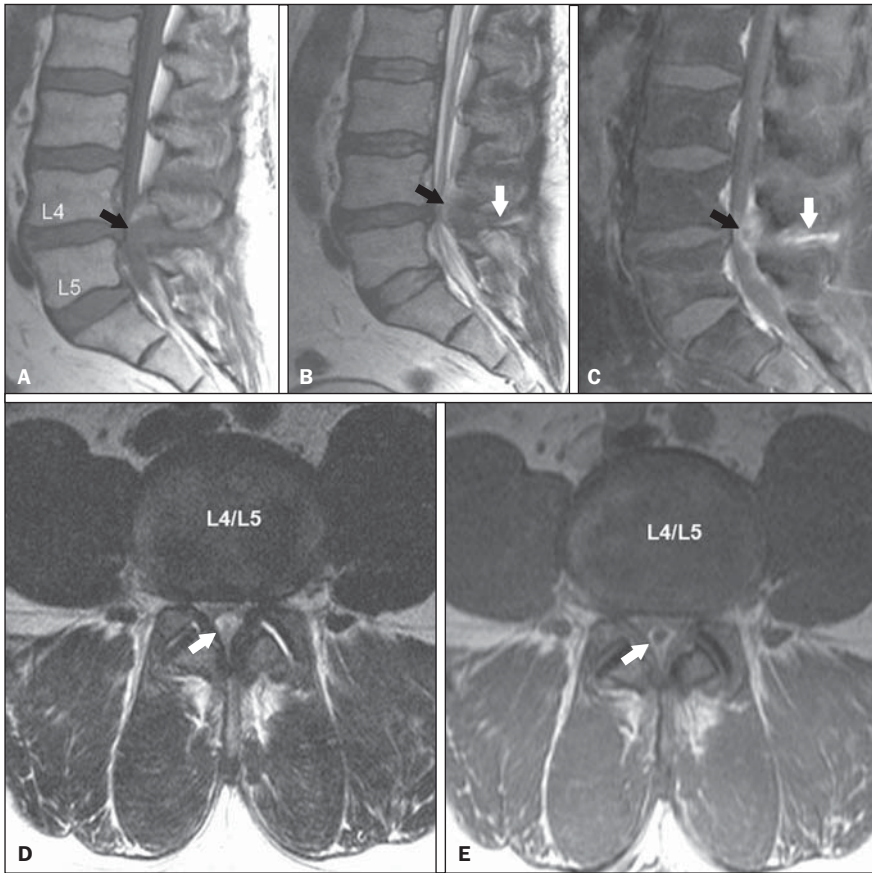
Bursite interespinhosa em L4/L5 com cisto epidural. Paciente de 42 anos de idade, sexo feminino, com parestesia perineal súbita. RM no plano sagital T1 (A), T2 (B) e T1 pós-contraste com saturação de gordura (C). O ligamento interespinhoso apresenta edema e realce pós-contraste (setas brancas). Nota-se formação cística epidural, com sinal intermediário em T1, hipersinal em T2 e realce periférico pós-contraste (setas pretas) deslocando anteriormente o saco dural. Cisto epidural na linha média (setas em D e E) caracterizado por hipersinal em T2 (D) e realce periférico pós-contraste (E), que determina acentuada compressão do saco dural. Há também artrose interapofisária, hipertrofia dos ligamentos amarelos e protrusão concêntrica e difusa do disco L4/L5, com conseqüente estenose do canal vertebral.
